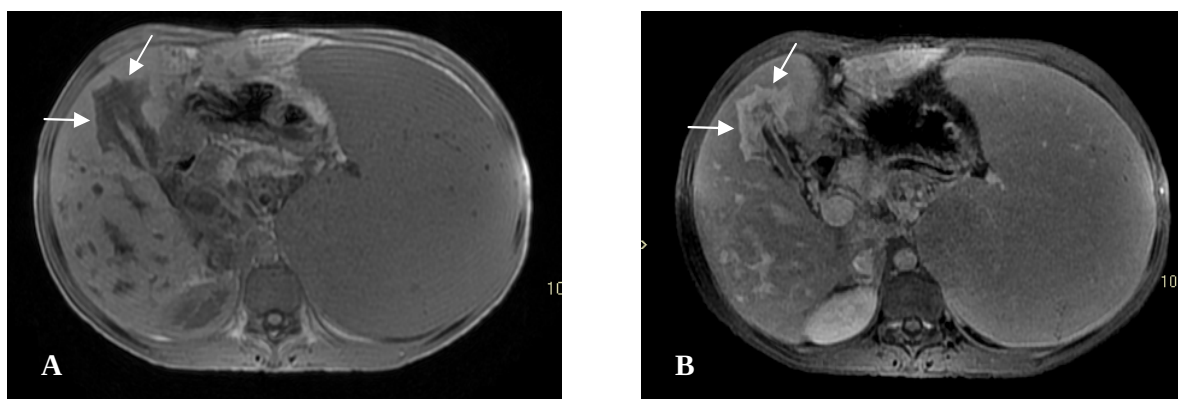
Ressonância magnética de abdome mostra faixa perivesicular hipointensa (A – setas), que revela intensa captação após administração de contraste (B – setas), em imagens axiais ponderadas em T1.
